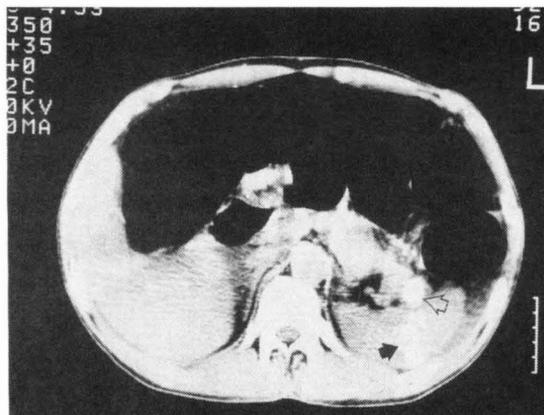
症例3のERCP後CT：脾門部に嚢胞を（▽）認め、嚢胞から脾内に造影剤が漏出する像（▼）を認める。
